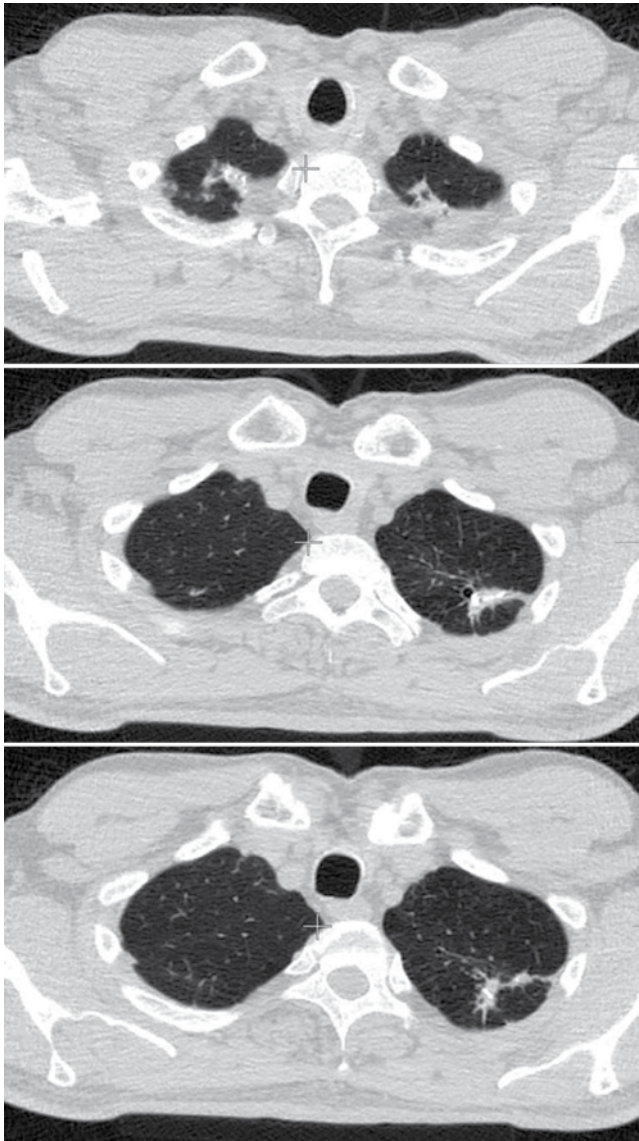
Пациент М. Сканы КТ ОГК (август 2018 г.). Полость распада в верхней доле левого легкого зажила, на ее месте – фиброзные уплотнения
